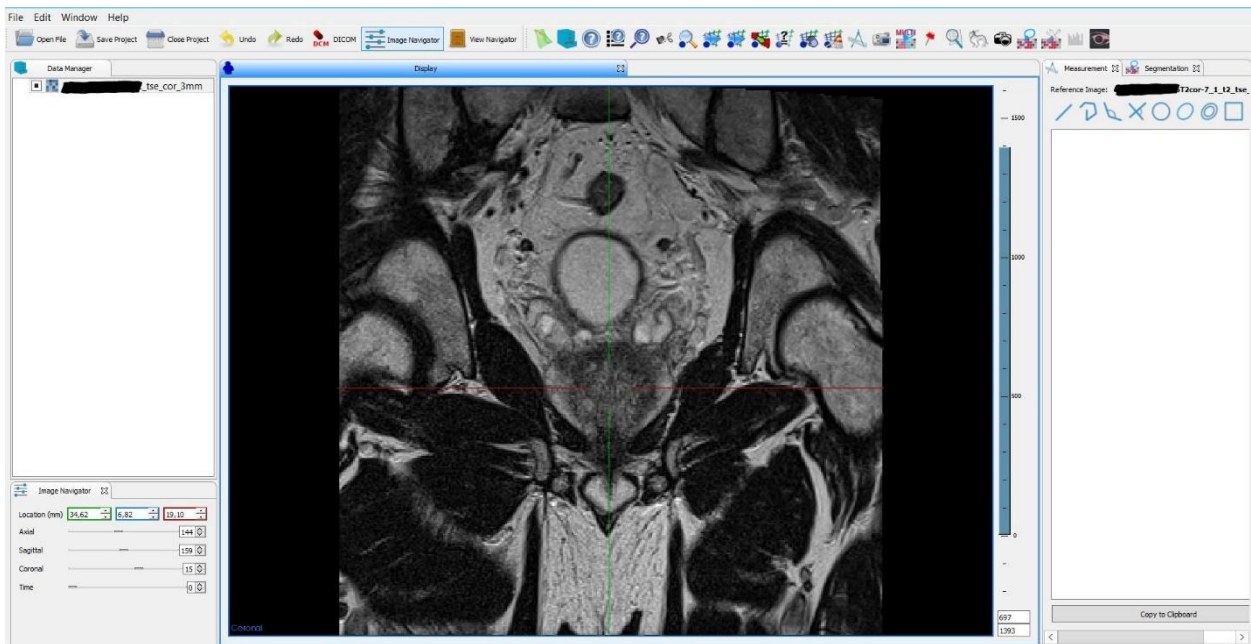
MITK - Prostata in koronarer T2W-MRT-Sequenz: Abgebildet ist die Arbeitsoberfläche von MITK im koronaren Fenster mit einer Prostata-MRT in T2W koronar. Quelle: eigene Abbildung
